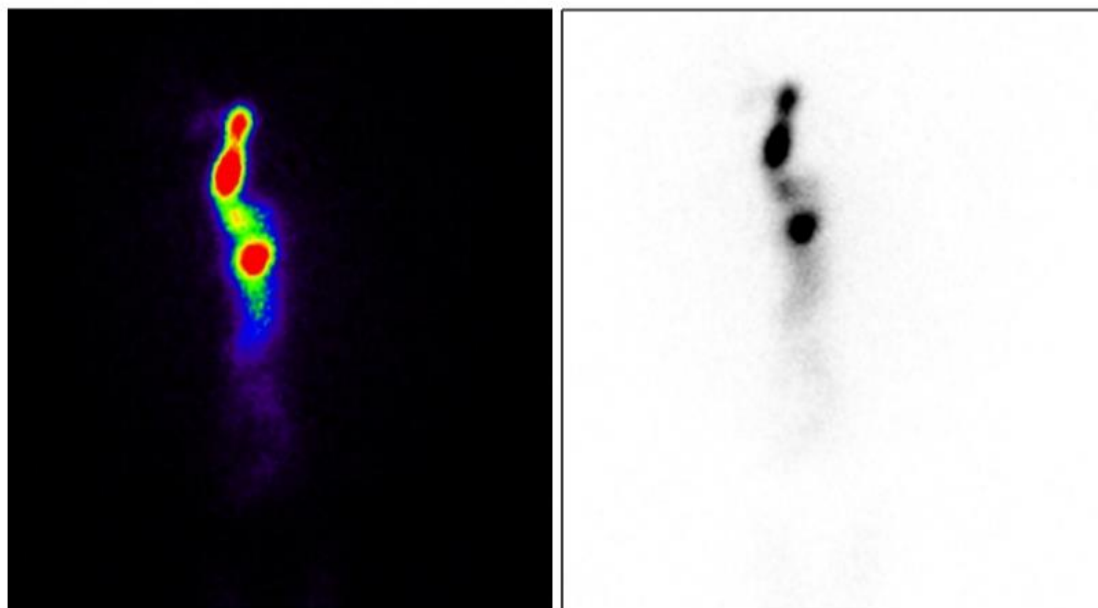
Дакриосцинтиграмма в норме.
